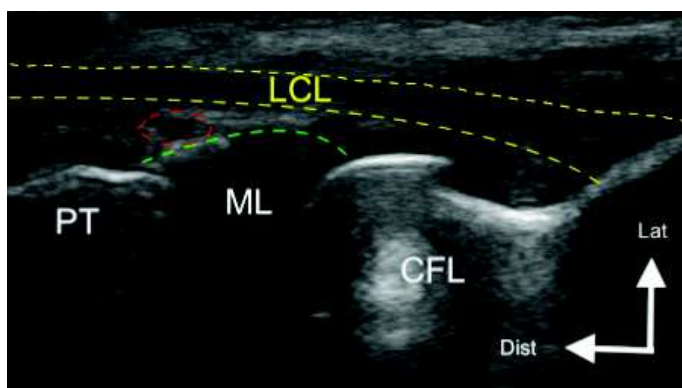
Insertion fémorale du LCL repérée sous échographie.
